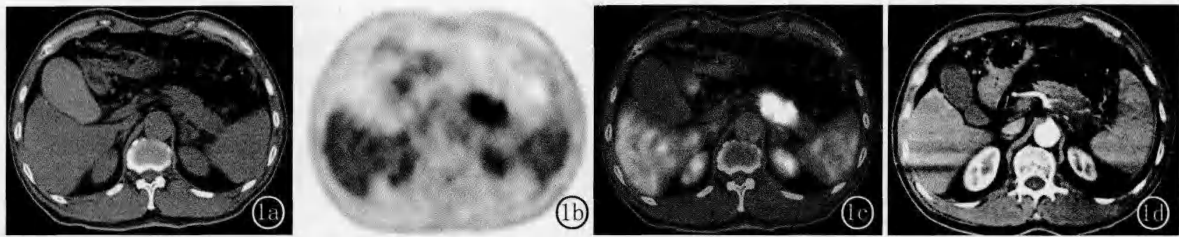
患者,男性 61 岁,胰腺体尾部腺癌。图 1a~1d 分别为 PET/CT 的平扫 CT、PET/CT 融合图像,见胰腺体尾交界处不规则肿块 FDG 摄取明显增高, SUV_{max}=10.6;CECT 不仅可以显示胰腺病灶,而且可以清晰地显示肿瘤对脾动脉的侵蚀导致脾动脉管腔变细,管壁毛糙
